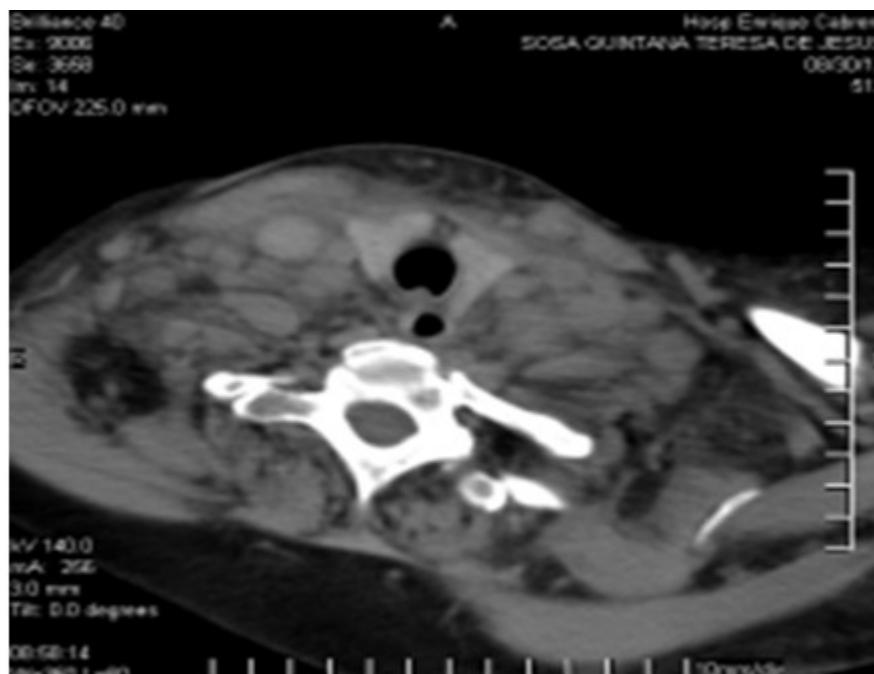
La tomografía muestra las adenopatías en el cuello y las áreas de necrosis que extravasan el límite ganglionar.
